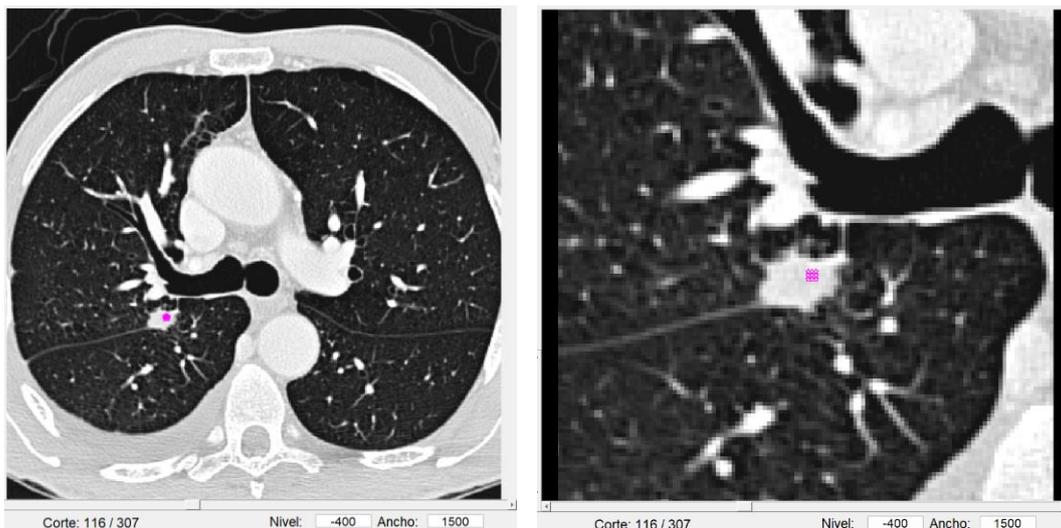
Caso perteneciente a la base de datos SPIE-AAPM correspondiente a un paciente con un cáncer de pulmón primario (LUNGx-CT0033)
